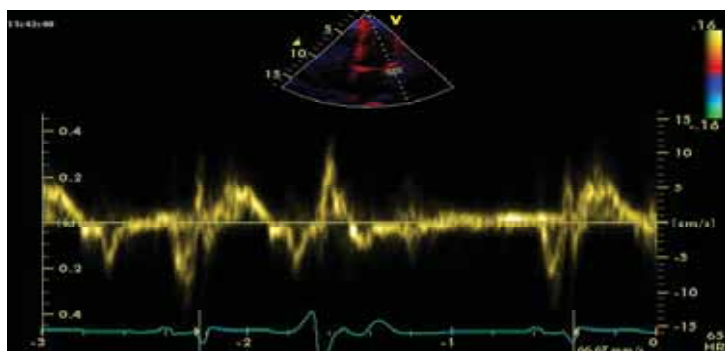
Doppler tisular în extrasistolia ventriculară, ce reflectă păstrarea modelului de tip relaxare întârziată în timpul pauzei extrasistolice
